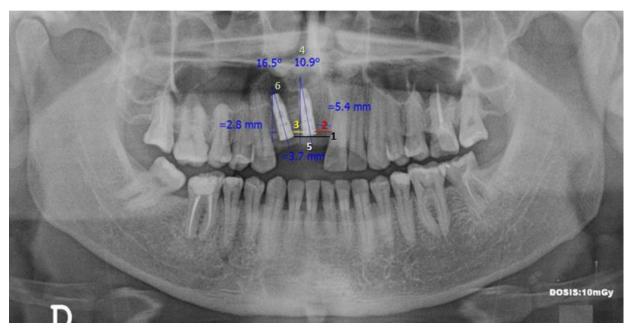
Zonas de radiografía panorámica. 1. Localización según cresta ósea alveolar 2. Distancia con diente contiguo 3. Distancia con implante contiguo 4. Angulación respecto a línea media 5. Presencia/ausencia de corona protésica 6. Presencia/ausencia de lesión periimplantar.
